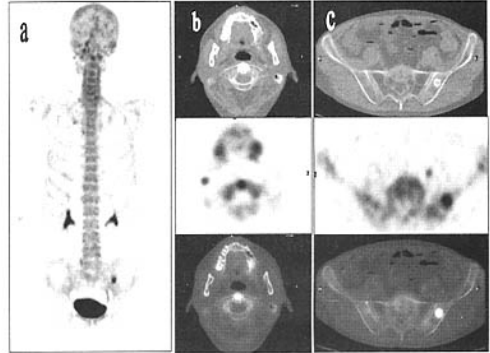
<sup>18</sup>F-NaF PET-CT 中的低剂量 CT 明确了 <sup>18</sup>F-NaF PET 的不确定诊断。图例为男性, 66 岁, 中分化腺癌; a: <sup>18</sup>F-NaF PET 最大强度投影图像(前位)示颈椎 1、左侧髂骨示踪剂异常浓集, 病变性质不能确定; b 和 c: 横断层低剂量 CT、PET 和 PET-CT 融合图像示寰椎关节退变, 左侧髂骨内良性病变。
